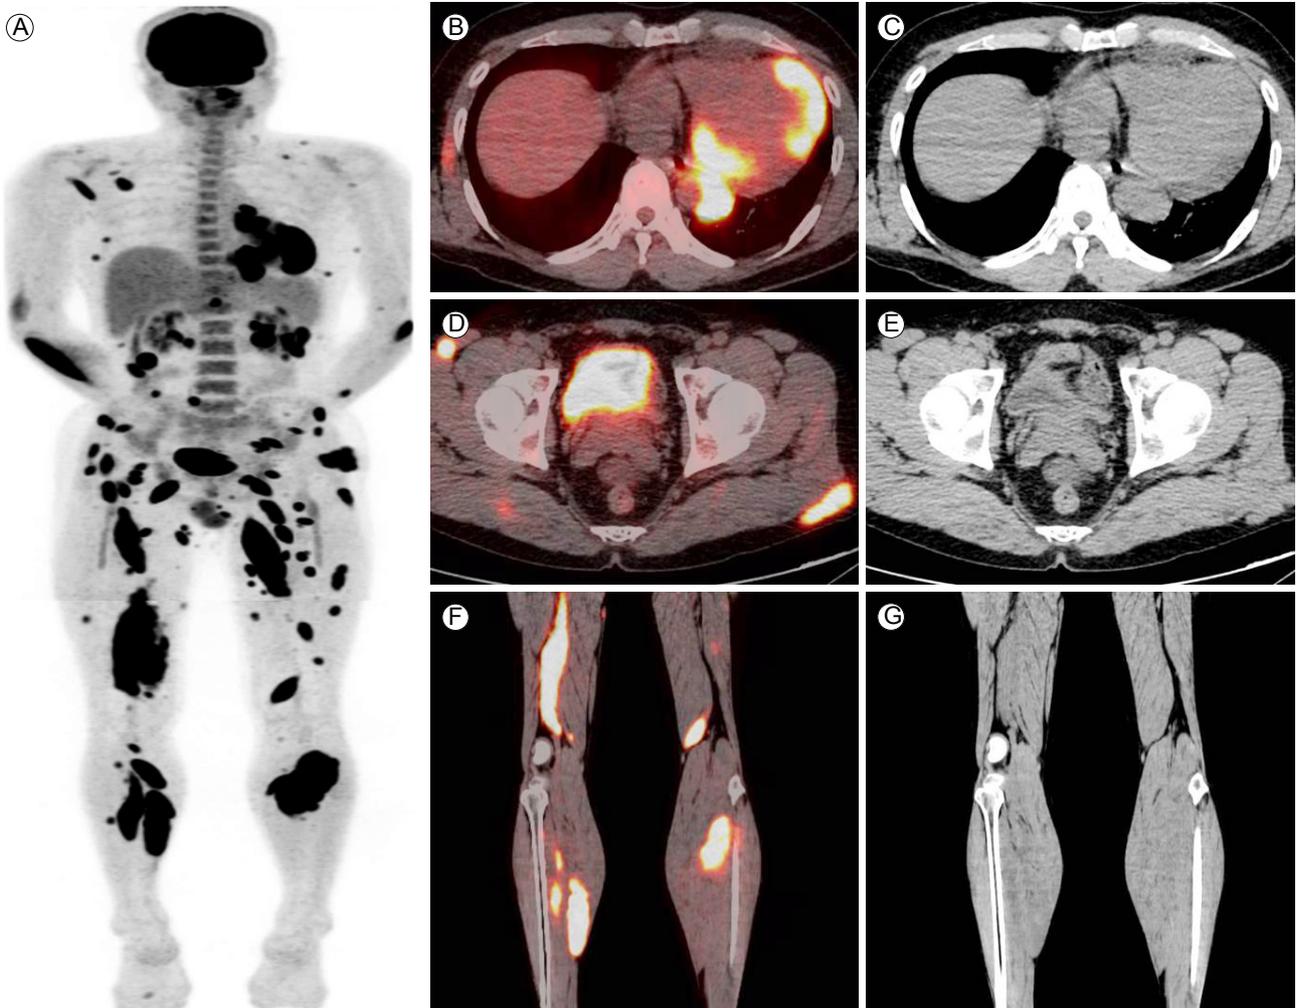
(A) Whole-body maximum-intensity projection F-FDG PET, (B, D) fused axial, (C, E) CT axial, (F) fused coronal, and (G) CT coronal images of the patient revealed multiple masses with increased FDG uptake in the myocardium, skeletal muscles, and subcutaneous layer. F-FDG PET, fluorodeoxyglucose positron emission tomography; CT, computed tomography.
